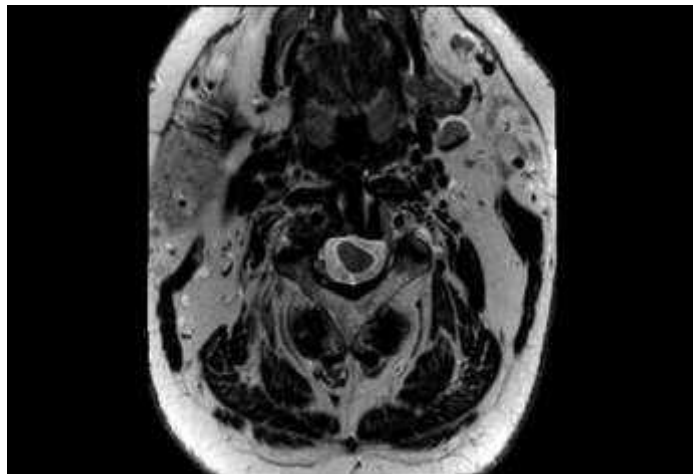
Спостереження №51. Хворий Ф-ий, 61 рок, історія хвороби №150233. МРТ шийного відділу — стан після видалення ПСМН з ПП на рівні С2–С3 хребців. Пухлина видалена тотально
